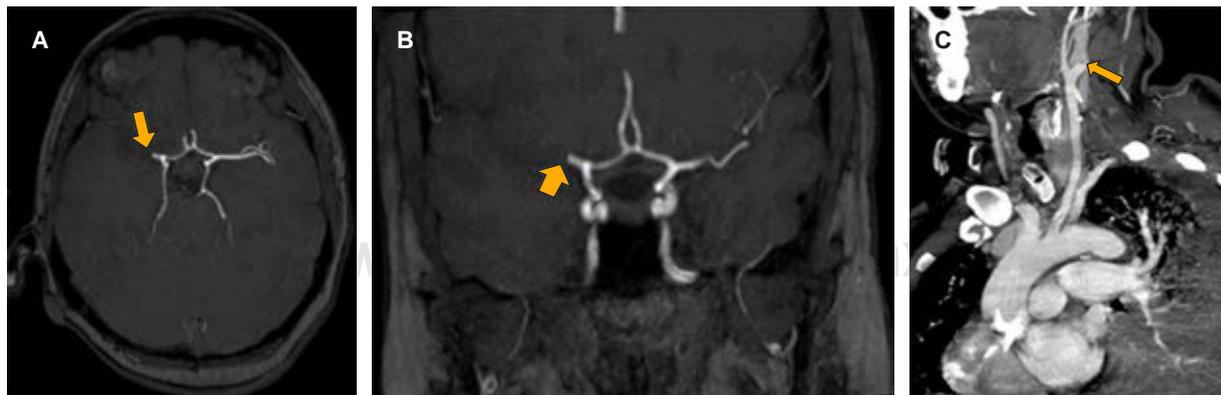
Resonancia magnética en secuencia *time of flight* (TOF), A) axial y B) coronal, que ilustra oclusión de la arteria cerebral media derecha en segmento M1 proximal (flechas). C) Angiotomografía computarizada de cuello y vasos supraaórticos que muestra oclusión de la arteria carótida interna izquierda (flecha).
